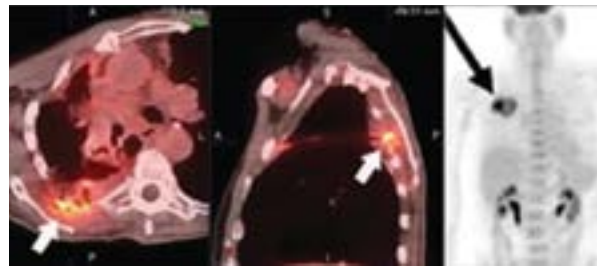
Композитна ПЕТ/КТ (*ліворуч*) і проєкційне зображення максимальної інтенсивності (*праворуч*) абсцесу правої грудної стінки та абсцесу правої верхньої частки легені з кавітацією (*стрілка*) у двох різних пацієнтів, що імітують злюкисне новоутворення [3]
